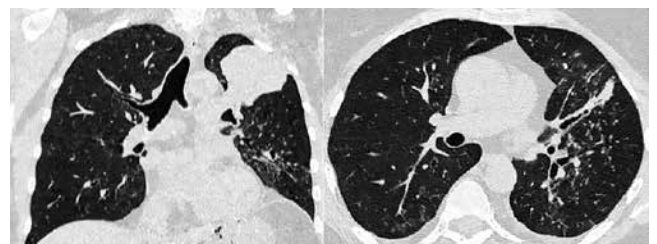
КТ ОГК от 15.12.2021 пациентки Т.
